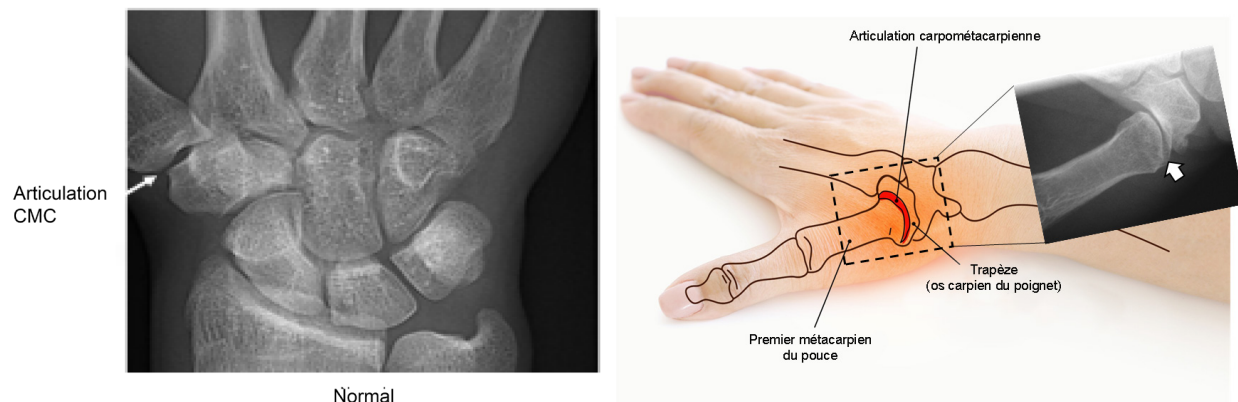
Arthrose à la base de l'articulation carpométacarpienne (CMC) du pouce. La radiographie de la zone encadrée montre une articulation sclérotique et arthritique étroite (flèche).
